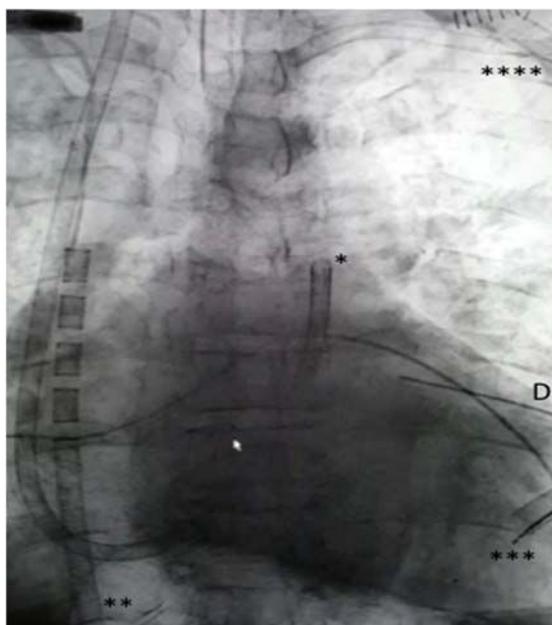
Radiografía de tórax tras el implante del dispositivo de asistencia biventricular. Cánulas de infusión (*) y de drenaje () de la asistencia ventricular derecha. Cánulas de drenaje (*) e infusión () de la asistencia ventricular izquierda.
